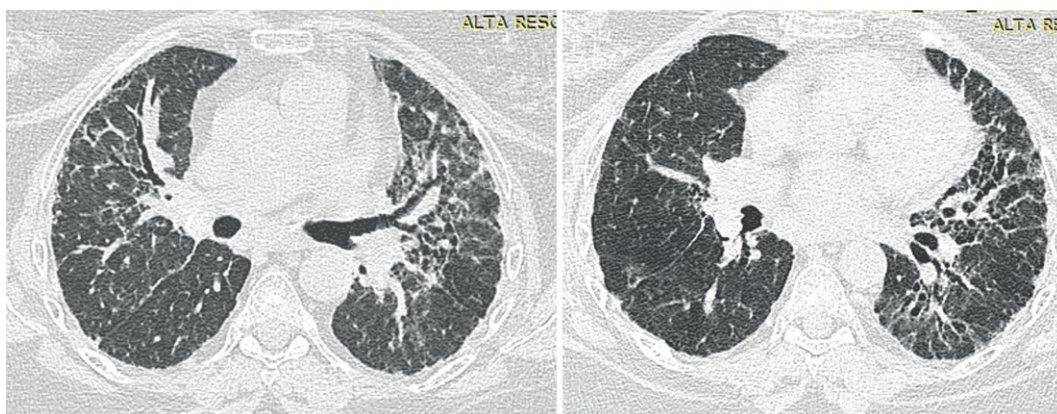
Paciente feminina 51 anos portadora de sarcoidose. TC plano axial demonstra opacidades reticulares irregulares e bronquiectasias de tração com distorção arquitetural sem predomínio no plano axial e acometendo as regiões peribroncovasculares. Padrão inconsistente com PIU.
